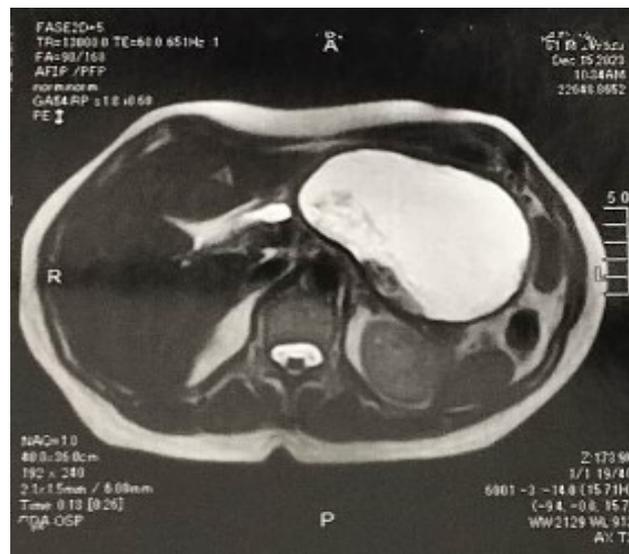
Corte axial de Ressonância Magnética de Abdome Superior evidenciando pseudocisto pancreático gigante
